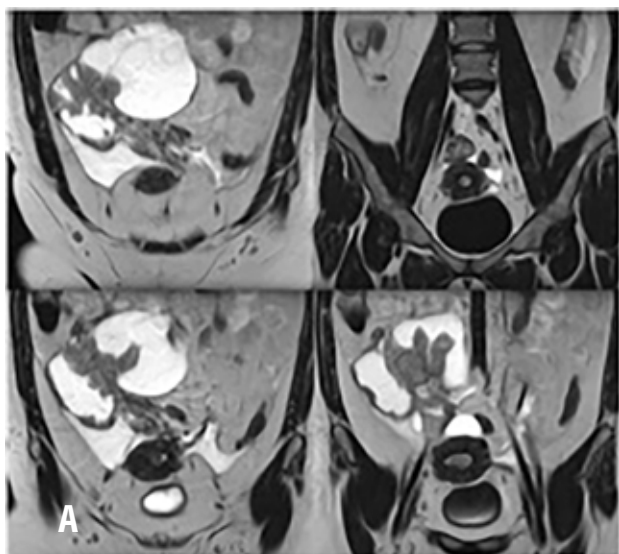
Пациентка К. Магнитно-резонансная томография органов малого таза. А – корональные Т2-взвешенные изображения; Б – аксиальные изображения (диффузионно-взвешенные изображения, Т1-взвешенное изображение); В – постконтрастные Т1-взвешенные изображения в режиме с подавлением сигнала от жира.
